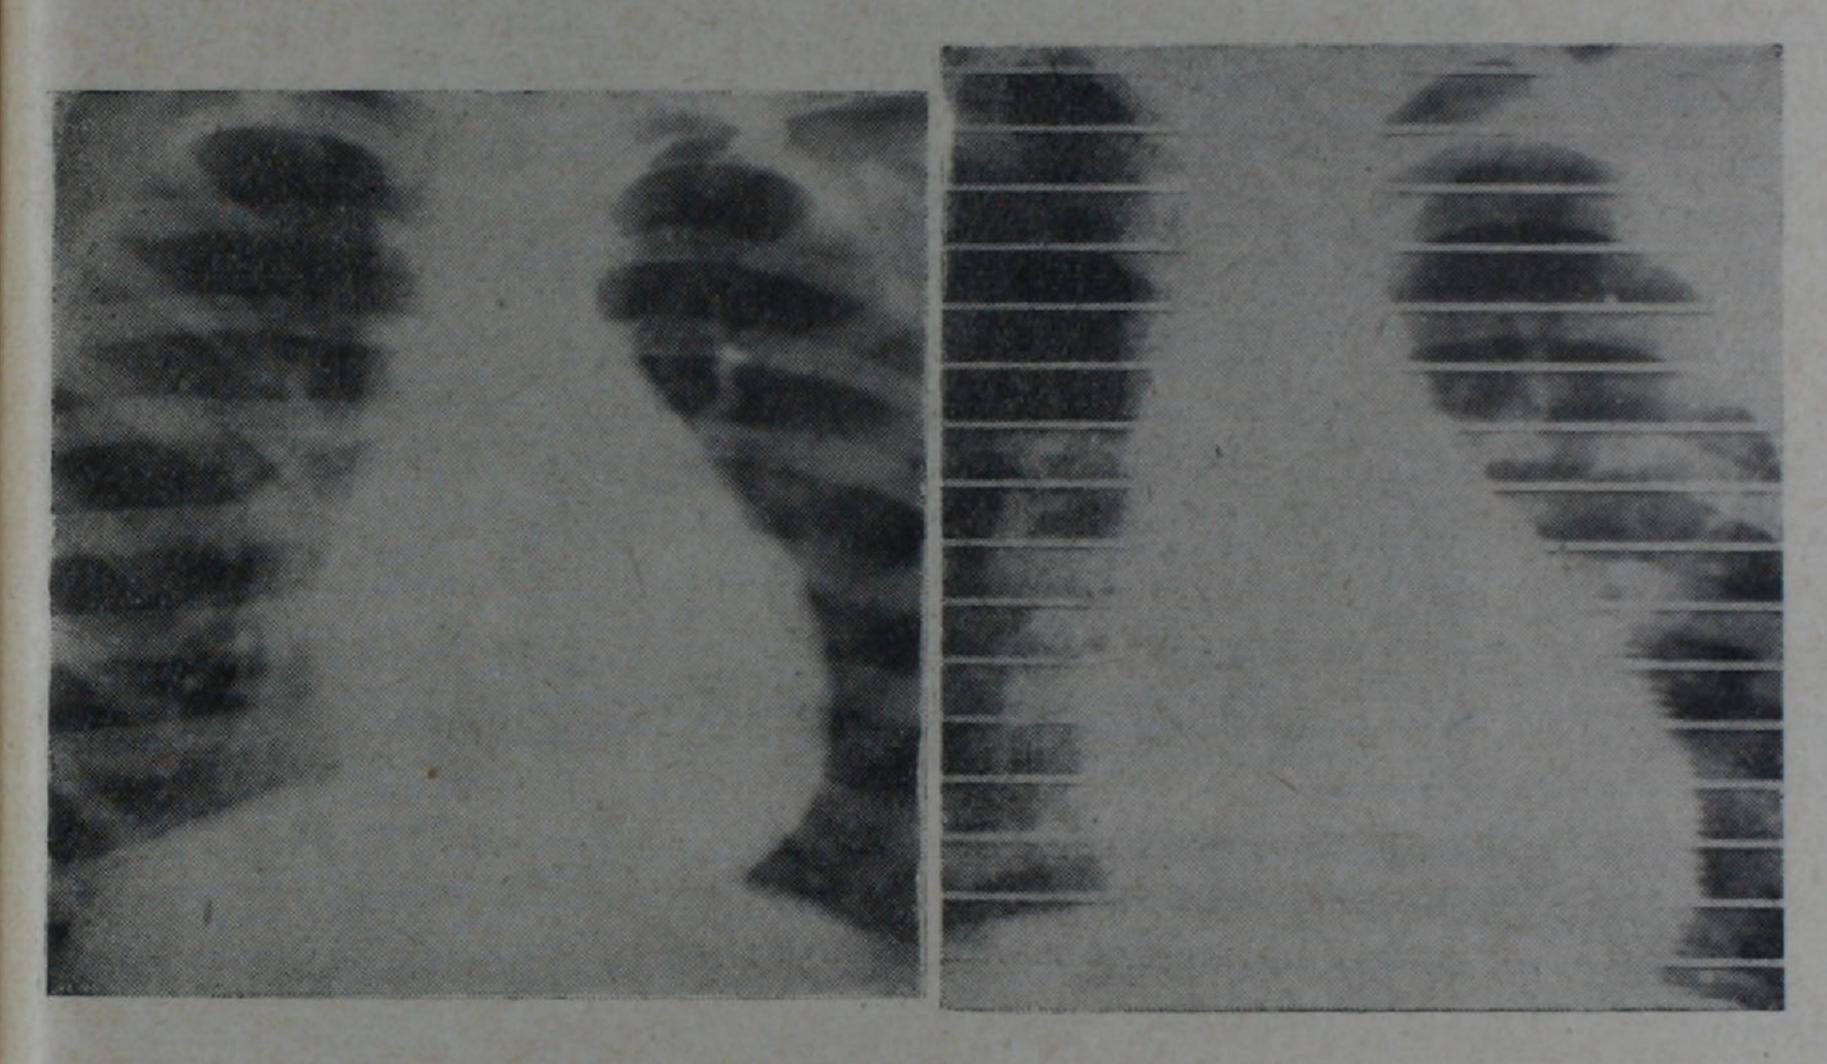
Больная Г. В. 10 лет. Открытый артериальный проток, добавочная левая верхняя полая вена. Операция. Передняя рентгенограмма. Видна тень добавочной левой верхней полой вены.
